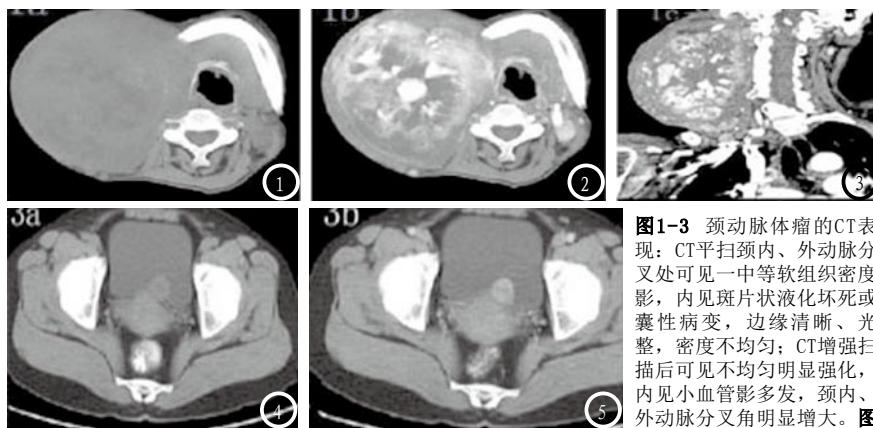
颈动脉体瘤的CT表现: CT平扫颈内、外动脉分叉处可见一中等软组织密度影, 内见斑片状液化坏死或囊性病变, 边缘清晰、光整, 密度不均匀; CT增强扫描后可见不均匀明显强化, 内见小血管影多发, 颈内、外动脉分叉角明显增大。图4-5 膀胱内肾上腺外副神经节瘤CT: CT平扫膀胱后可见壁局部增厚, 膀胱内可见一中等软组织影突入, 密度较均匀(图4)增强扫描病灶明显均匀强化, 内无囊变、坏死及钙化(图5)。
